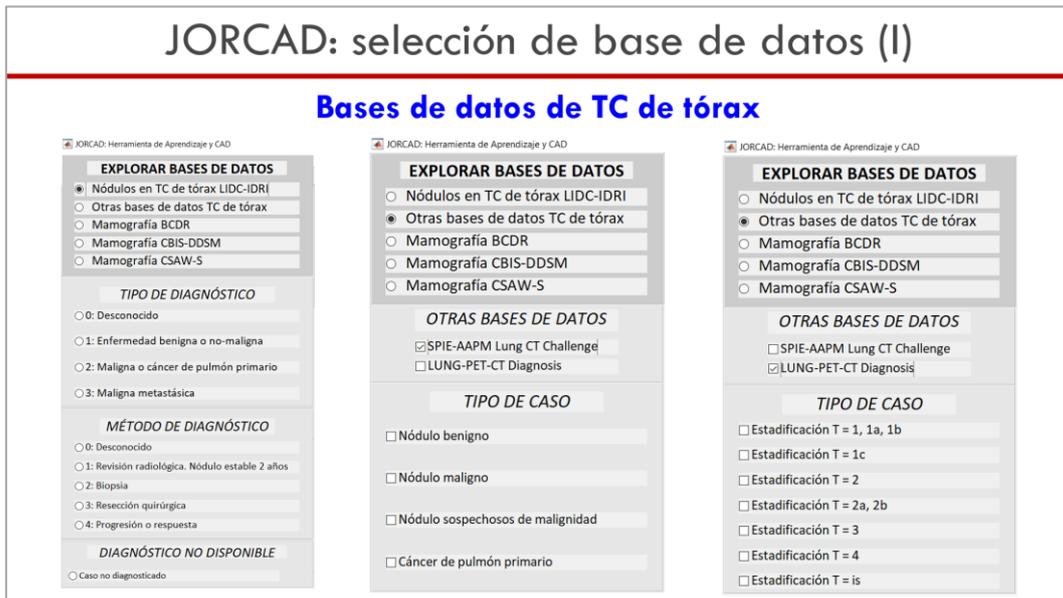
Sesión teórica inicial. Diapositiva 31. Paneles de selección de casos para las tres bases de datos de TC de tórax
